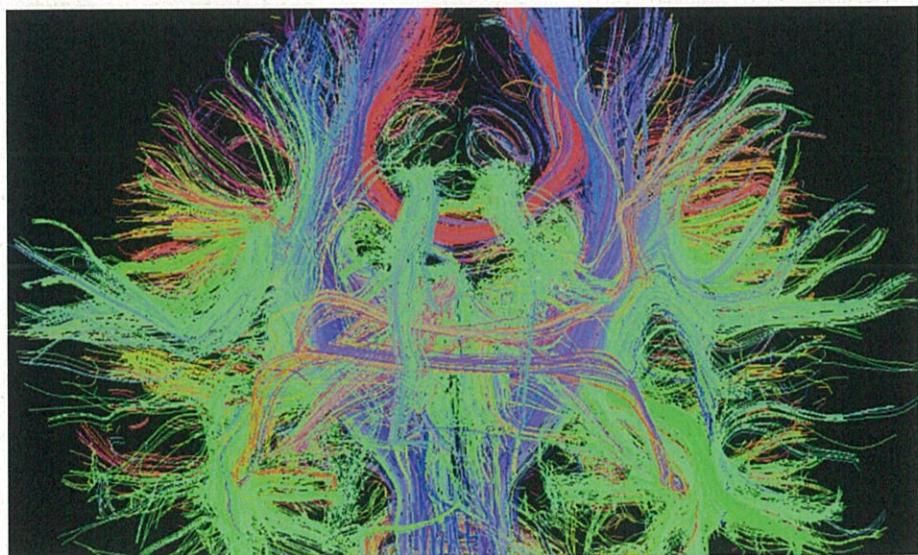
ヒト脳の各領域を連絡する神経線維の一部（拡散テンソル MRI、正面像）
